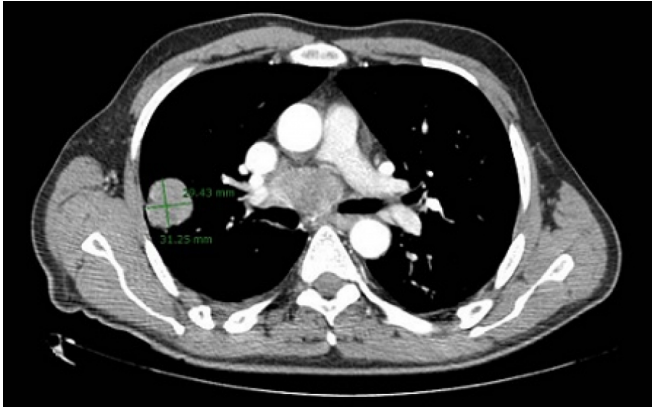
TAC torácico: tumoración de 3,5 x 3 cm en lóbulo superior derecho.
